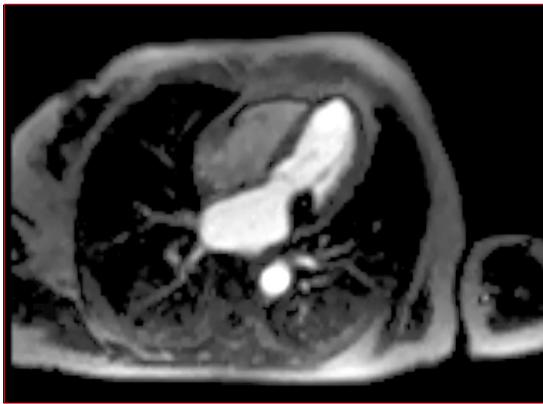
Resonancia magnética cardíaca. Estudio de perfusión de primer paso, vista de cuatro cámaras. Nótese que no se ve perfusión de la masa anular mitral.
